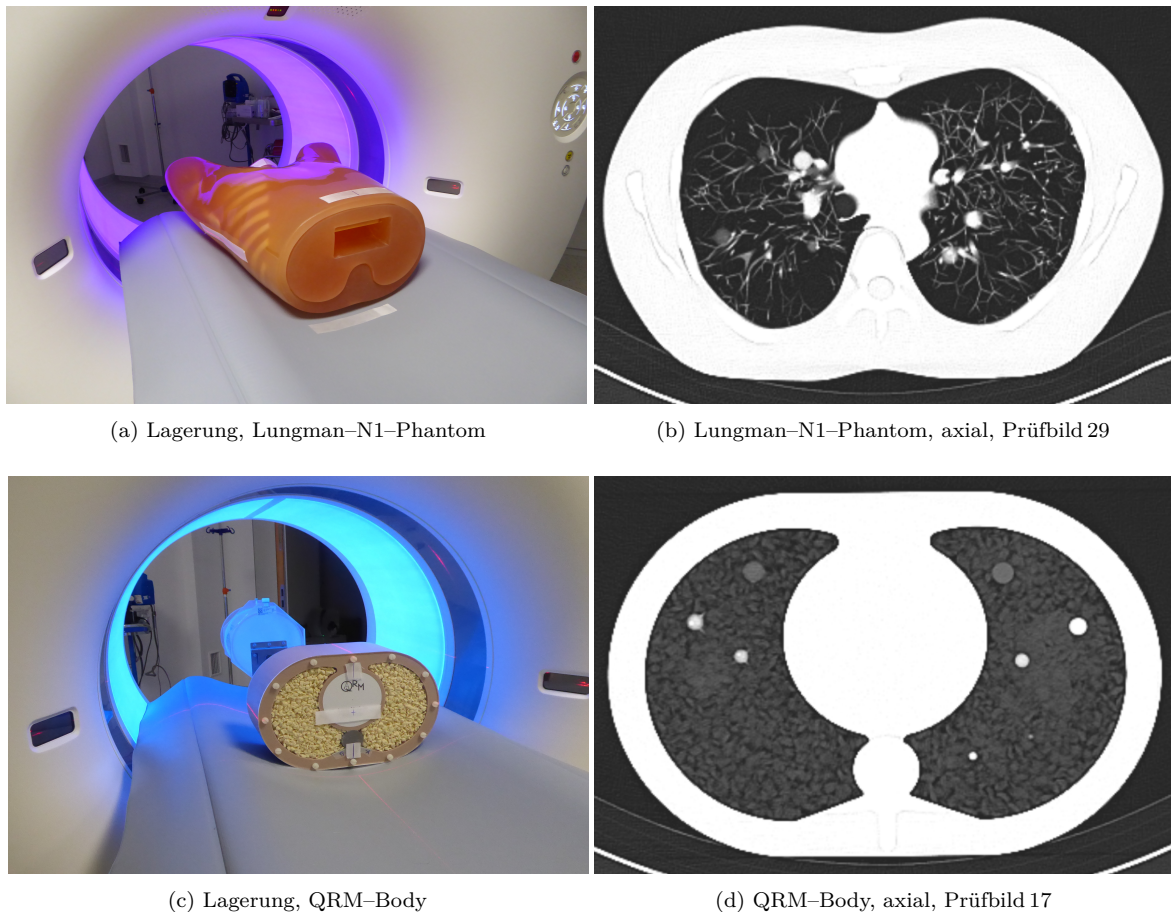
Lagerungsübersicht des (a) Lungman-N1-Phantoms und des (c) QRM-Body. Die Positionierungen entsprechen den Lagerungsvorgaben eines klinischen Lungen-CT-Scans: Rückenlage und kopfwärts zur Gantry. Beide Phantome weisen Markierungen zur reproduzierbaren Positionierung auf. Es folgen die Beispieldarstellungen (b) des axialen Prüfbilds 29 mit dem Lungman-N1-Phantom bzw. (d) des axialen Prüfbilds 17 mit dem QRM-Body für: CT-Dosisprotokoll/ Kern/ Rekonstruktion/ Schichtdicke = LD/ Bl57/  $S_3$ / 5 mm.
